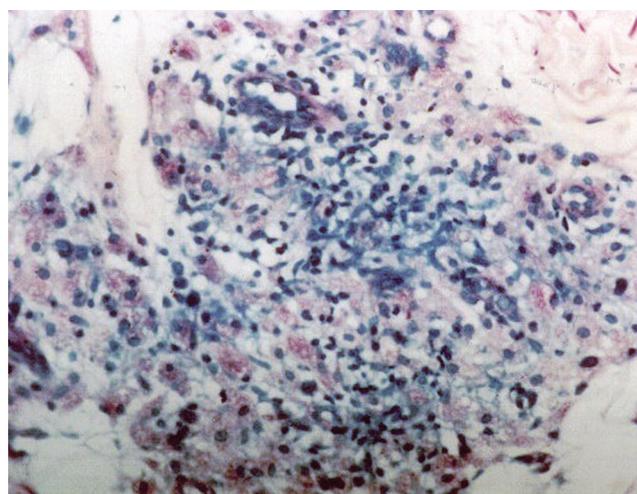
Resposta tardia à mitsudina C12-004, imagens virchowianas e tuberculóides, BT (HEx100)
